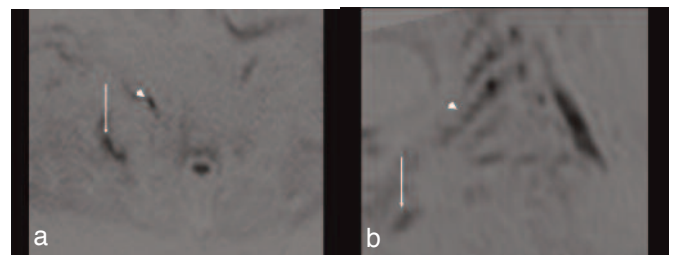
a-b Immagini acquisite in Tecnica DWI con sequenza DWIBS (Diffusion Weighted Imaging Background Suppression), acquisite con due b factor pari a 0 e 800 sec / mm², assiale e ricostruzione MPR in coronale.
